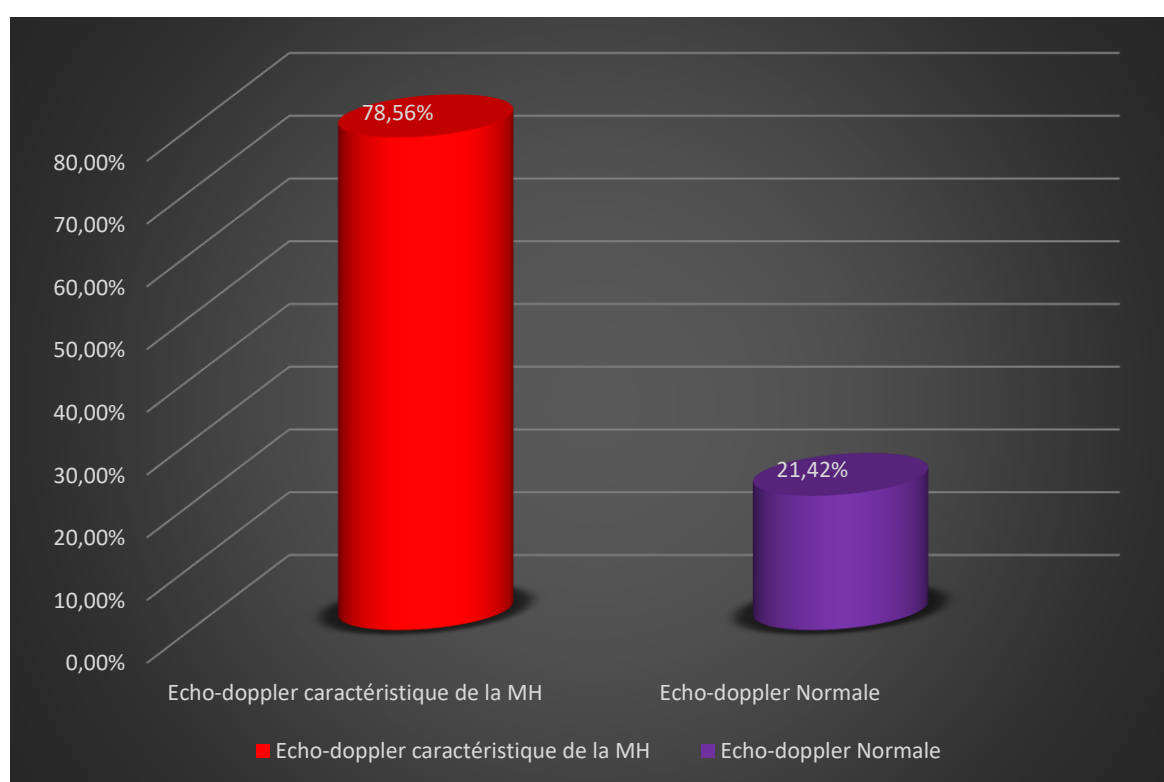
Répartition des patients selon les résultats de l'échographie-doppler de l'artère temporale chez les patients de notre série.
